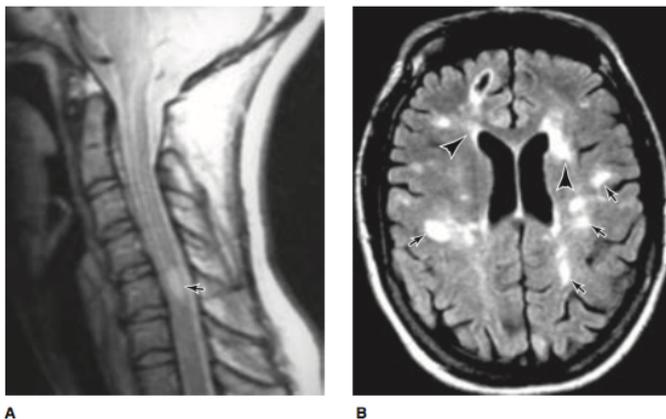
RM sagital potenciada en T2 de la médula espinal cervical de una paciente con EM. Se observa una región de alta intensidad (A). RM axial potenciada en T2 de una paciente de EM en la sustancia blanca (localización periventricular) (B). Imagen tomada de Simon et al, 2012.
